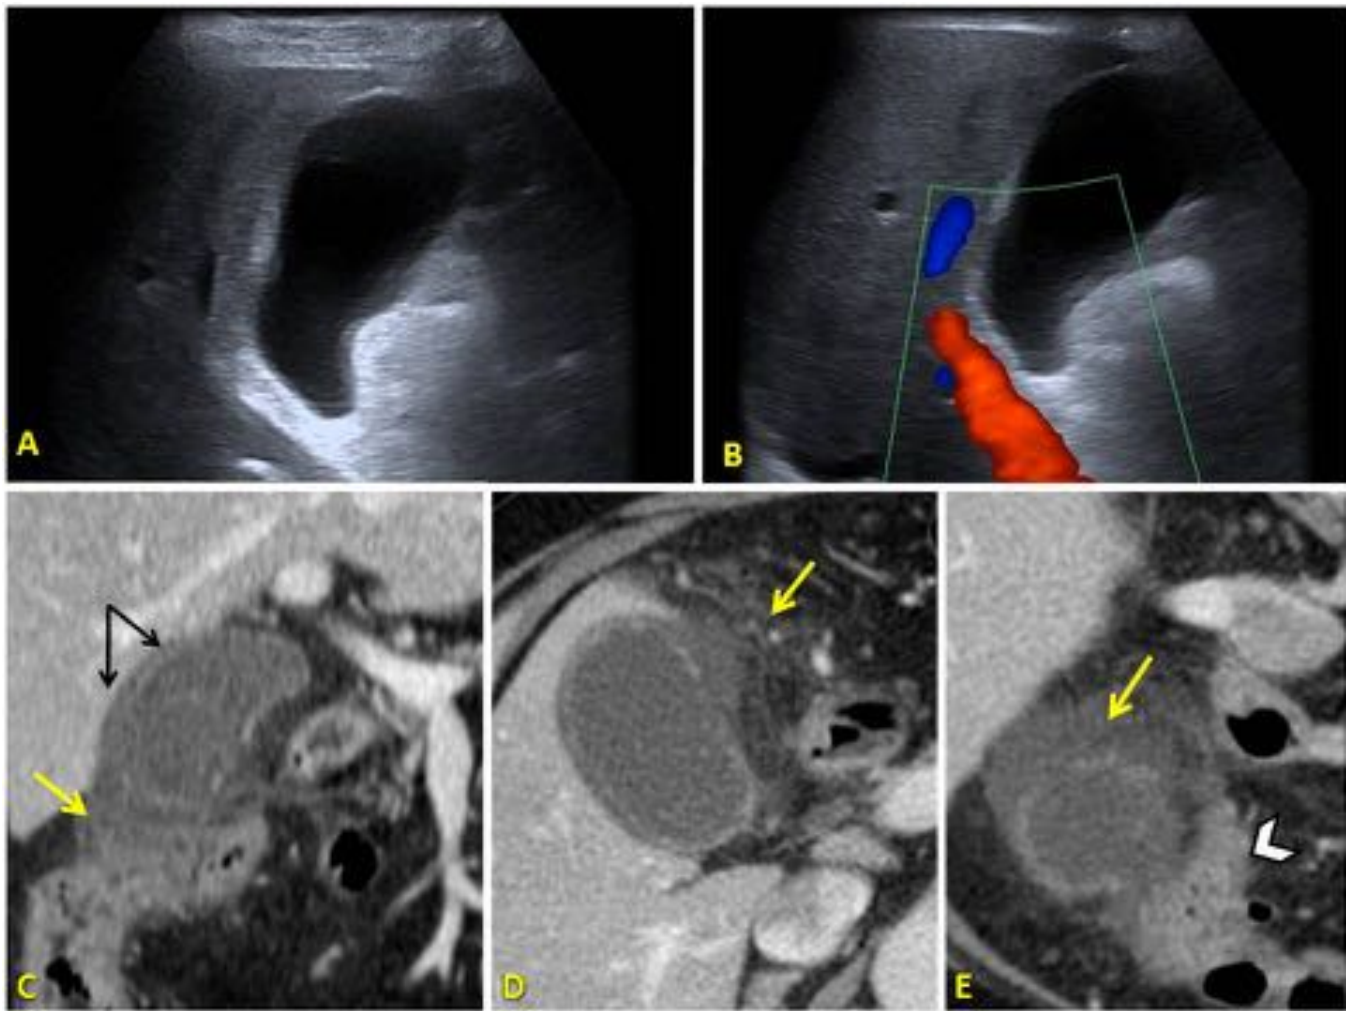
Varón de 67 años, clínica de CA de un día de evolución. (A,B) Ecografía inicial, donde se observa una vesícula distendida, sin otros hallazgos. TC abdominal con CIV en fase venosa portal, en plano coronal (C) y axiales (D y E), muestran una captación irregular de la mucosa (doble flecha), estriación de la grasa perivesicular (flechas amarillas) y reacción inflamatoria al ángulo hepático del colon por contigüidad (cabeza de flecha). La pieza de colecistectomía reveló CA gangrenosa.
